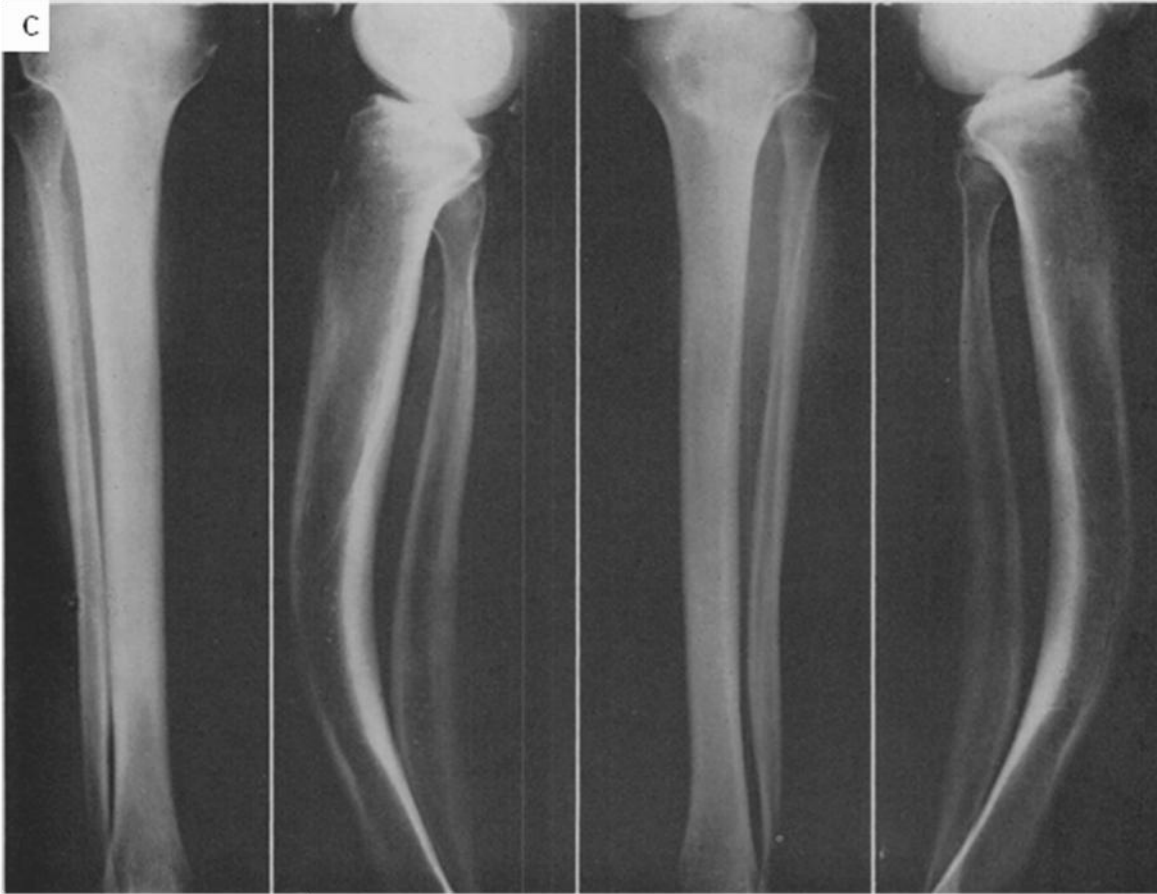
123. C. radiografías de piernas que muestran abultamiento anterior y engrosamiento cortical de las tibias, en este caso en la porción posterior, e irregularidades corticales en la porción media, pacientes con síndrome de Weismann-Netter-Stuhl. D. Enfermedad de Paget en la tibia derecha.
